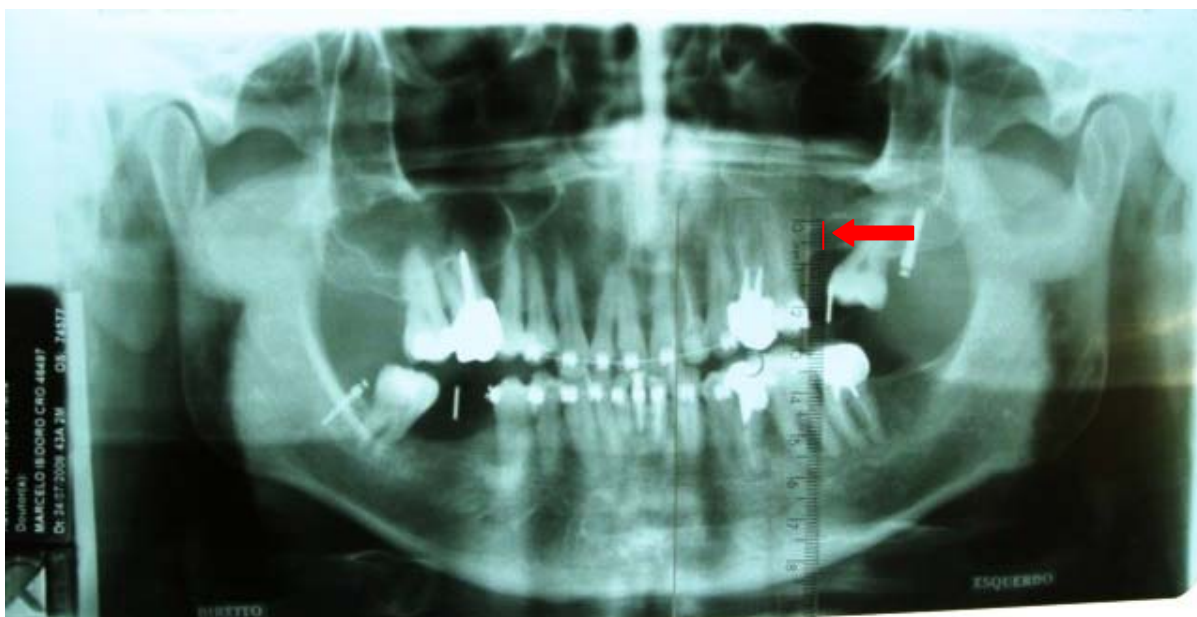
Obtenção de medidas em Radiografia Panorâmica
